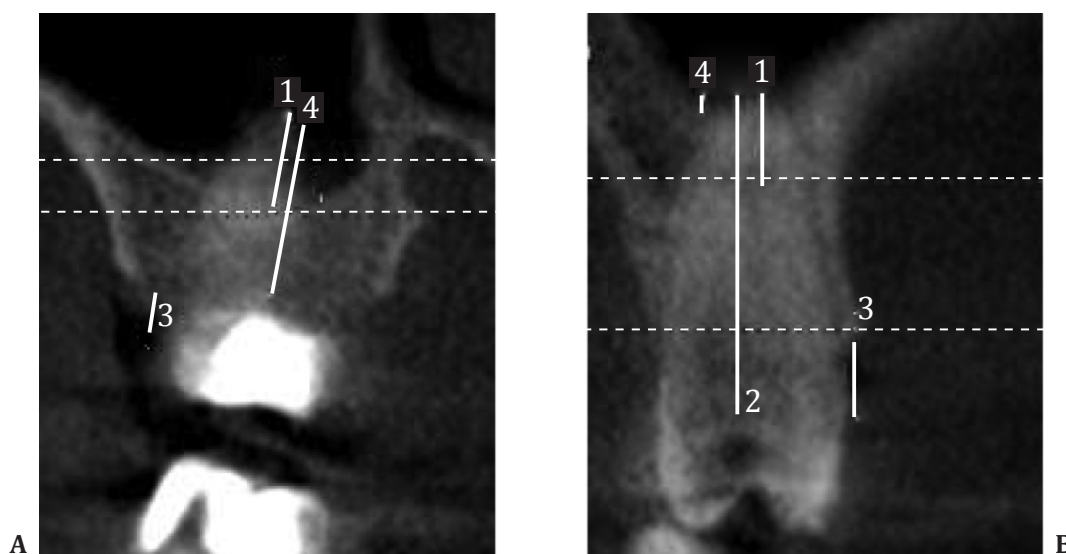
Secțiune CBCT la pacienta S., 43 ani (A) și pacientul V., 28 ani (B) cu parodontită cronică generalizată de grad mediu și diferit grad de indentație.
